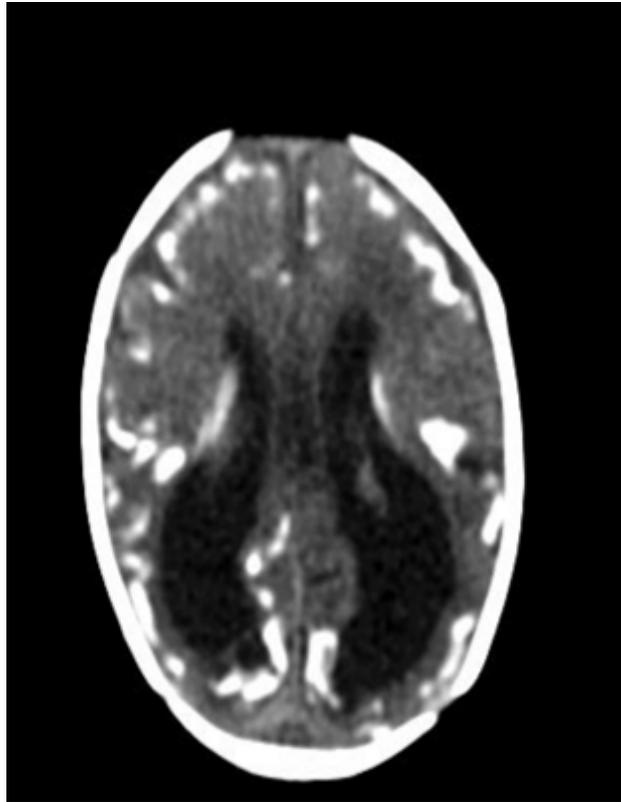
Tomografía de cráneo
